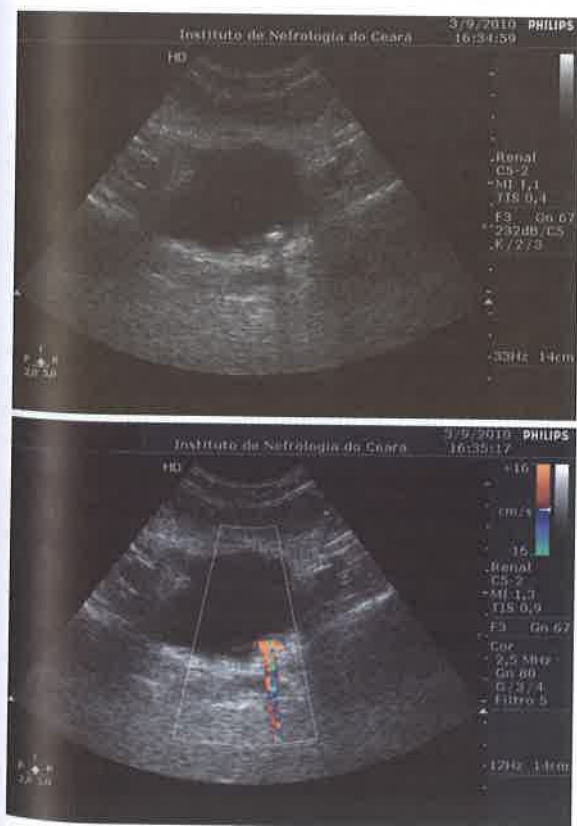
Cálculo em JUV esquerda com sombra acústica posterior antes e após o uso do Doppler colorido mostrando o artefato *twinkling*.
